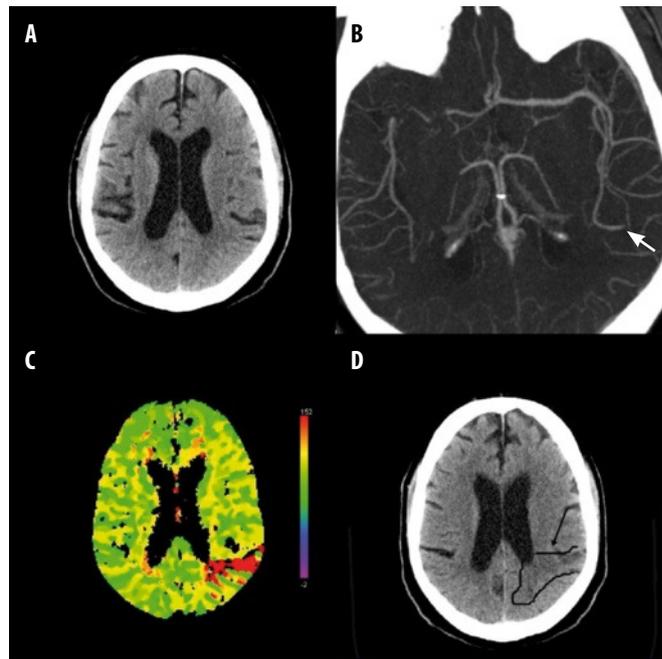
Imagen funcional en el ictus isquémico agudo. Tomografía computarizada (TC) craneal con estudio de perfusión en un paciente de 57 años con diabetes, con un ictus isquémico agudo en el hemisferio izquierdo tratado con fibrinólisis intravenosa, que presentaba una glucemia al ingreso de 256 mg/dL. La TC craneal basal no aprecia alteraciones relevantes (A), en la angio-TC se observa oclusión arterial de una subdivisión de la arteria cerebral media izquierda (flecha verde en la imagen B), y el estudio de perfusión muestra un área de isquemia irreversible y penumbra circundante en la región parietooccipital izquierda (en rojo en la imagen C). En la TC craneal de control realizada a las 24 horas se observa un infarto agudo en la región alterada previamente en la TC de perfusión (flecha y contorno negro en D)
